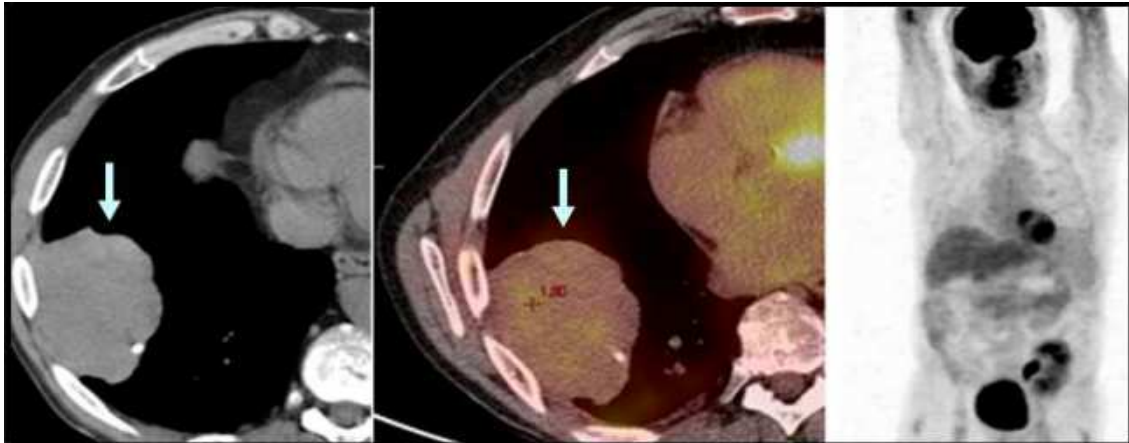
Tomographie par émission de positons au 18FDG. TFS bénigne (flèches) sans hypermétabolisme [9].
